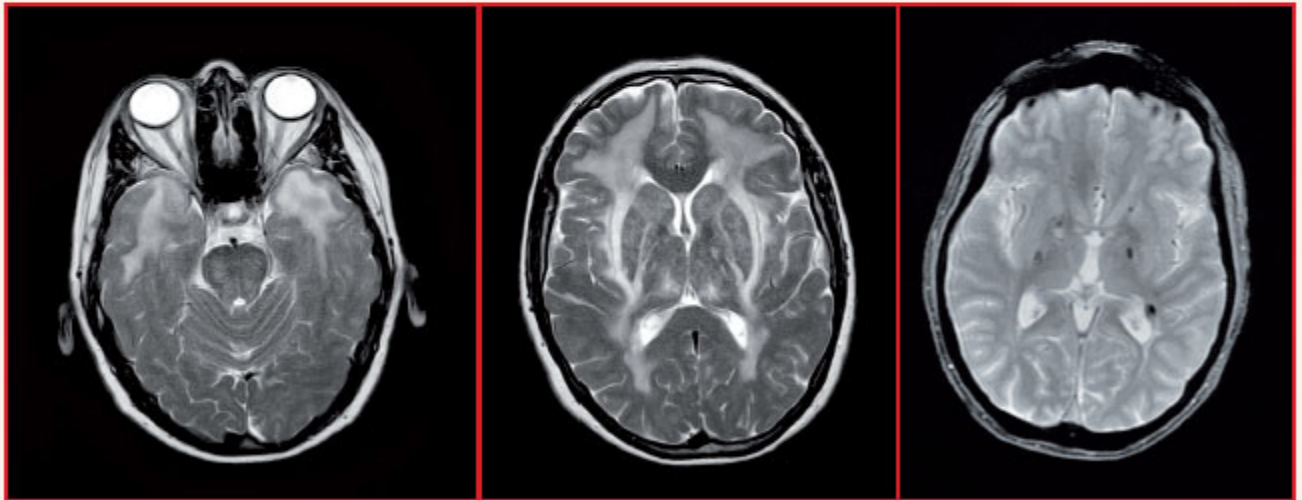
Hypersignaux de la pointe des lobes temporaux, associés à des hypersignaux des capsules externes, bithalamiques. IRM de droite : séquence en écho de gradient, présence de *microbleeds*. Maladie de CADASIL.
